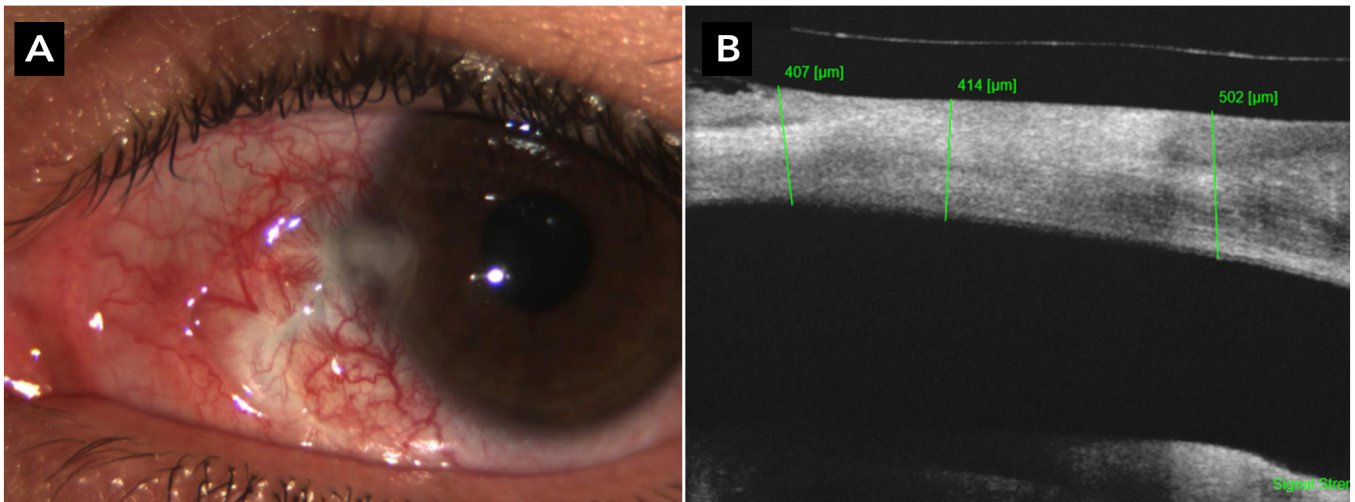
(A) Úlcera periférica nasal entre 8h e 10h, de bordas escavadas e leito limpo, epitélio ausente na área ulcerada, vasos conjuntivais aferentes injetando-se diretamente na lesão, sem secreção purulenta ou sinais de perfuração. (B) Tomografia de coerência óptica do segmento anterior inicial com afinamento estromal focal de 407-502 µm, sem colapso estrutural.
